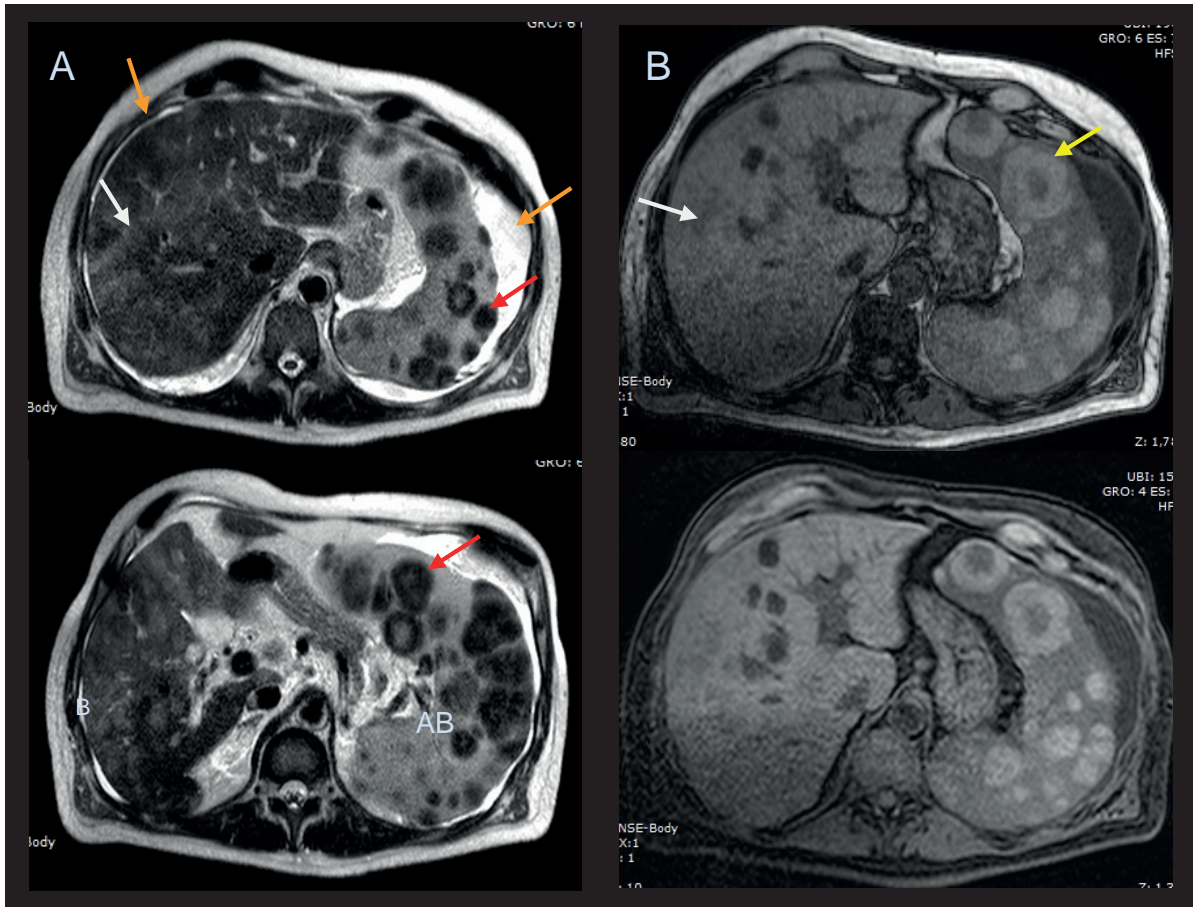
RM de abdomen. Cortes axiales. A) Secuencias T2 y B) Secuencias T1. Se observa esplenomegalia heterogénea secundario a la presencia de múltiples formaciones nodulares de paredes gruesas marcadamente hipointensa en T2, con tendencia a la coalescencia (flecha roja) e hiperintensa en secuencias T1 (flecha amarilla). El hígado muestra marcada alteración de la señal por la presencia de múltiples imágenes nodulares de límites mal definidos, dispersas en ambos lóbulos, discretamente hiperintensos en T2 (flecha roja) e hipointensas en T1 (flechas blancas). Se asocia a escaso líquido libre perihepático y periesplénico (flecha naranja).
